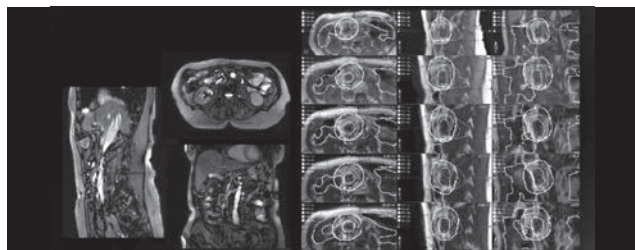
MRI直交3面シネ画像(左)と毎回の治療計画結果(右)
